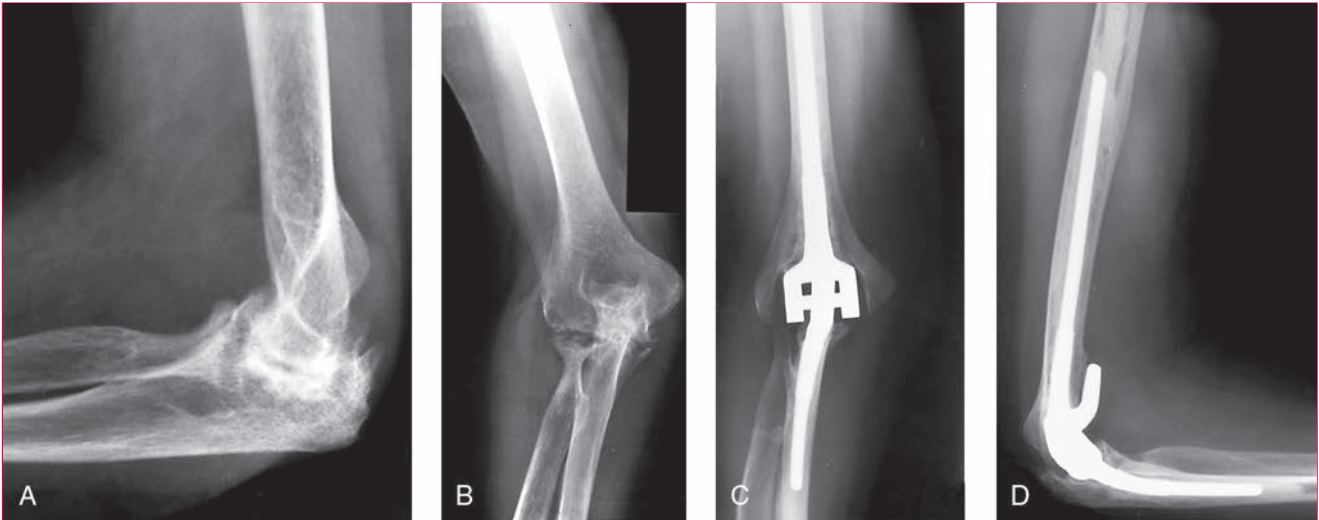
Radiografías preoperatorias lateral (A) y anteroposterior (B) de un codo con artritis reumatoide en fase 5 de Larsen. Las radiografías anteroposterior (C) y lateral (D) obtenidas seis años después de la intervención quirúrgica ponen de manifiesto el resultado satisfactorio tras una prótesis total de codo. (Adaptada con la debida autorización de Morrey BF, O’Driscoll SW: Elbow arthritis, en Norris TR, ed: *Orthopaedic Knowledge Update: Shoulder and Elbow*. Rosemont, IL, American Academy of Orthopaedic Surgeons, 1997, pp 379-386.)
